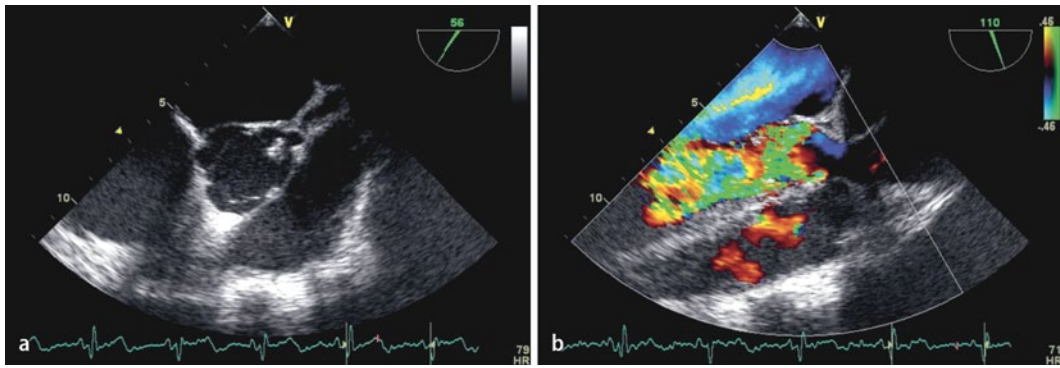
◀ Transösophageale Echokardiographie: a Aortenklappe trikuspid; die linkskoronare Tasche ist zerstört und zeigt eine teils echoreiche, teils echoarme flottierende Vegetation von 1,1 cm Größe. b Aortenklappe mit einer exzentrischen, mindestens mittelgradigen Aorteninsuffizienz (V. contr. 5 mm)
